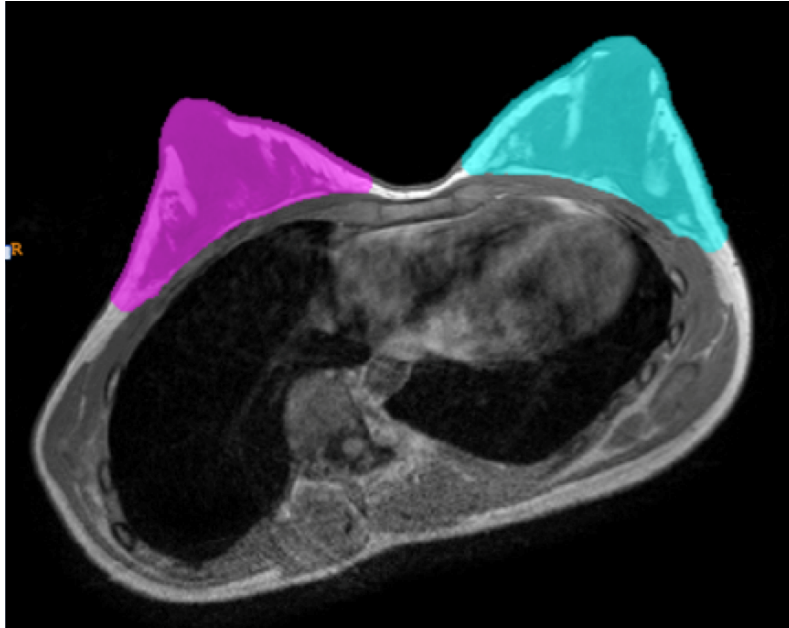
2 Coupe axiale IRM au niveau des mamelons démontrant la segmentation mammaire chez une patiente présentant une SIA.
